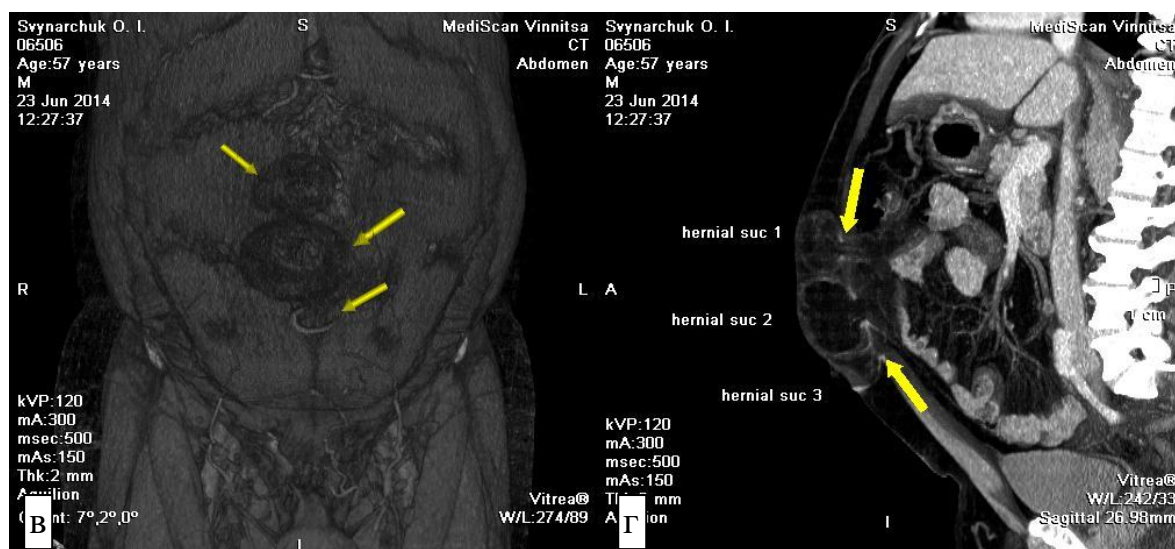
а, б, в, г. СКТ хворого з грижою БЛЖ
